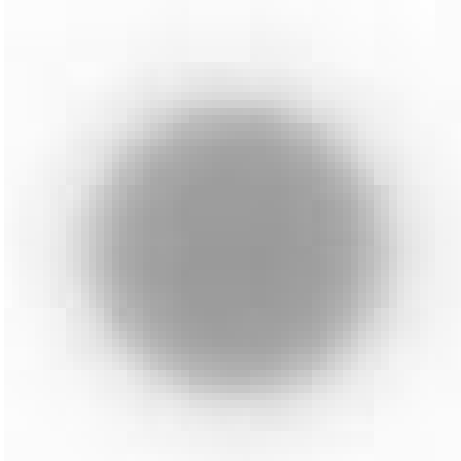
Wolframkollimator R5 9 mm Feld, aufgenommen mit radiographischem Film und eingelesen mit Laserscanner.
